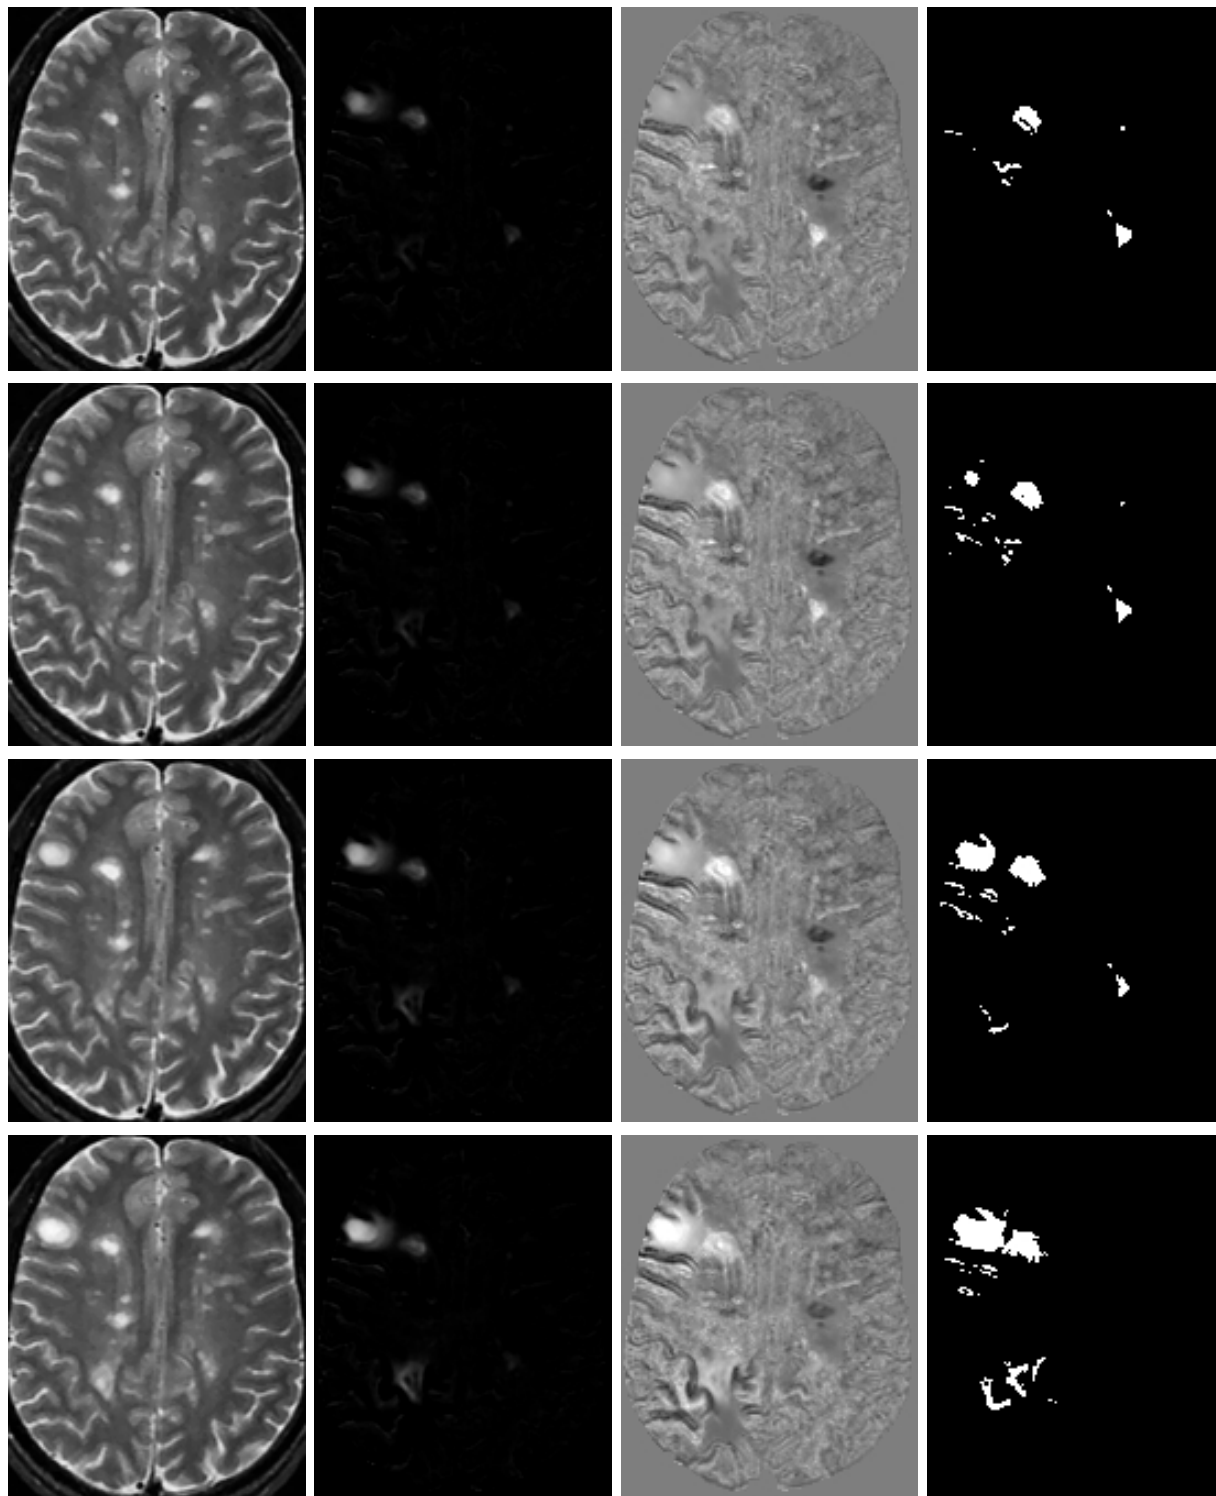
Résultats sur les 4 premières semaines de la série BW, présentés sur une coupe axiale de l'IRM. De gauche à droite : l'image originale à l'instant d'acquisition fixé ; l'image du paramètre  $\beta_1$  ; la carte en  $t$  ; l'image des groupes supraseuils ( $t \geq 4,45$ ) significatifs (taille du groupe  $\geq 10$ ) à cet instant.
